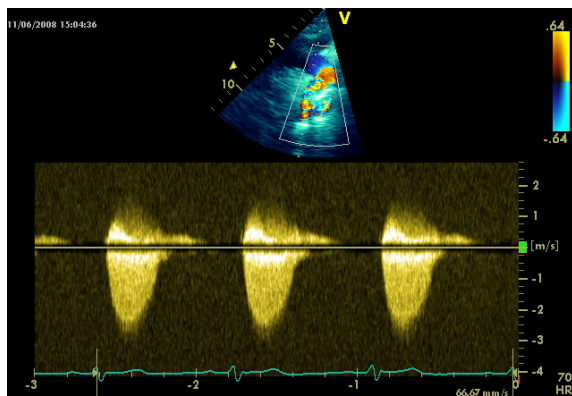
Ecocardiografia color Doppler in un paziente adulto con CoAo post-duttale. Gradiente pressorio di 29 mmHg attraverso il tratto coartato in Ao discendente
